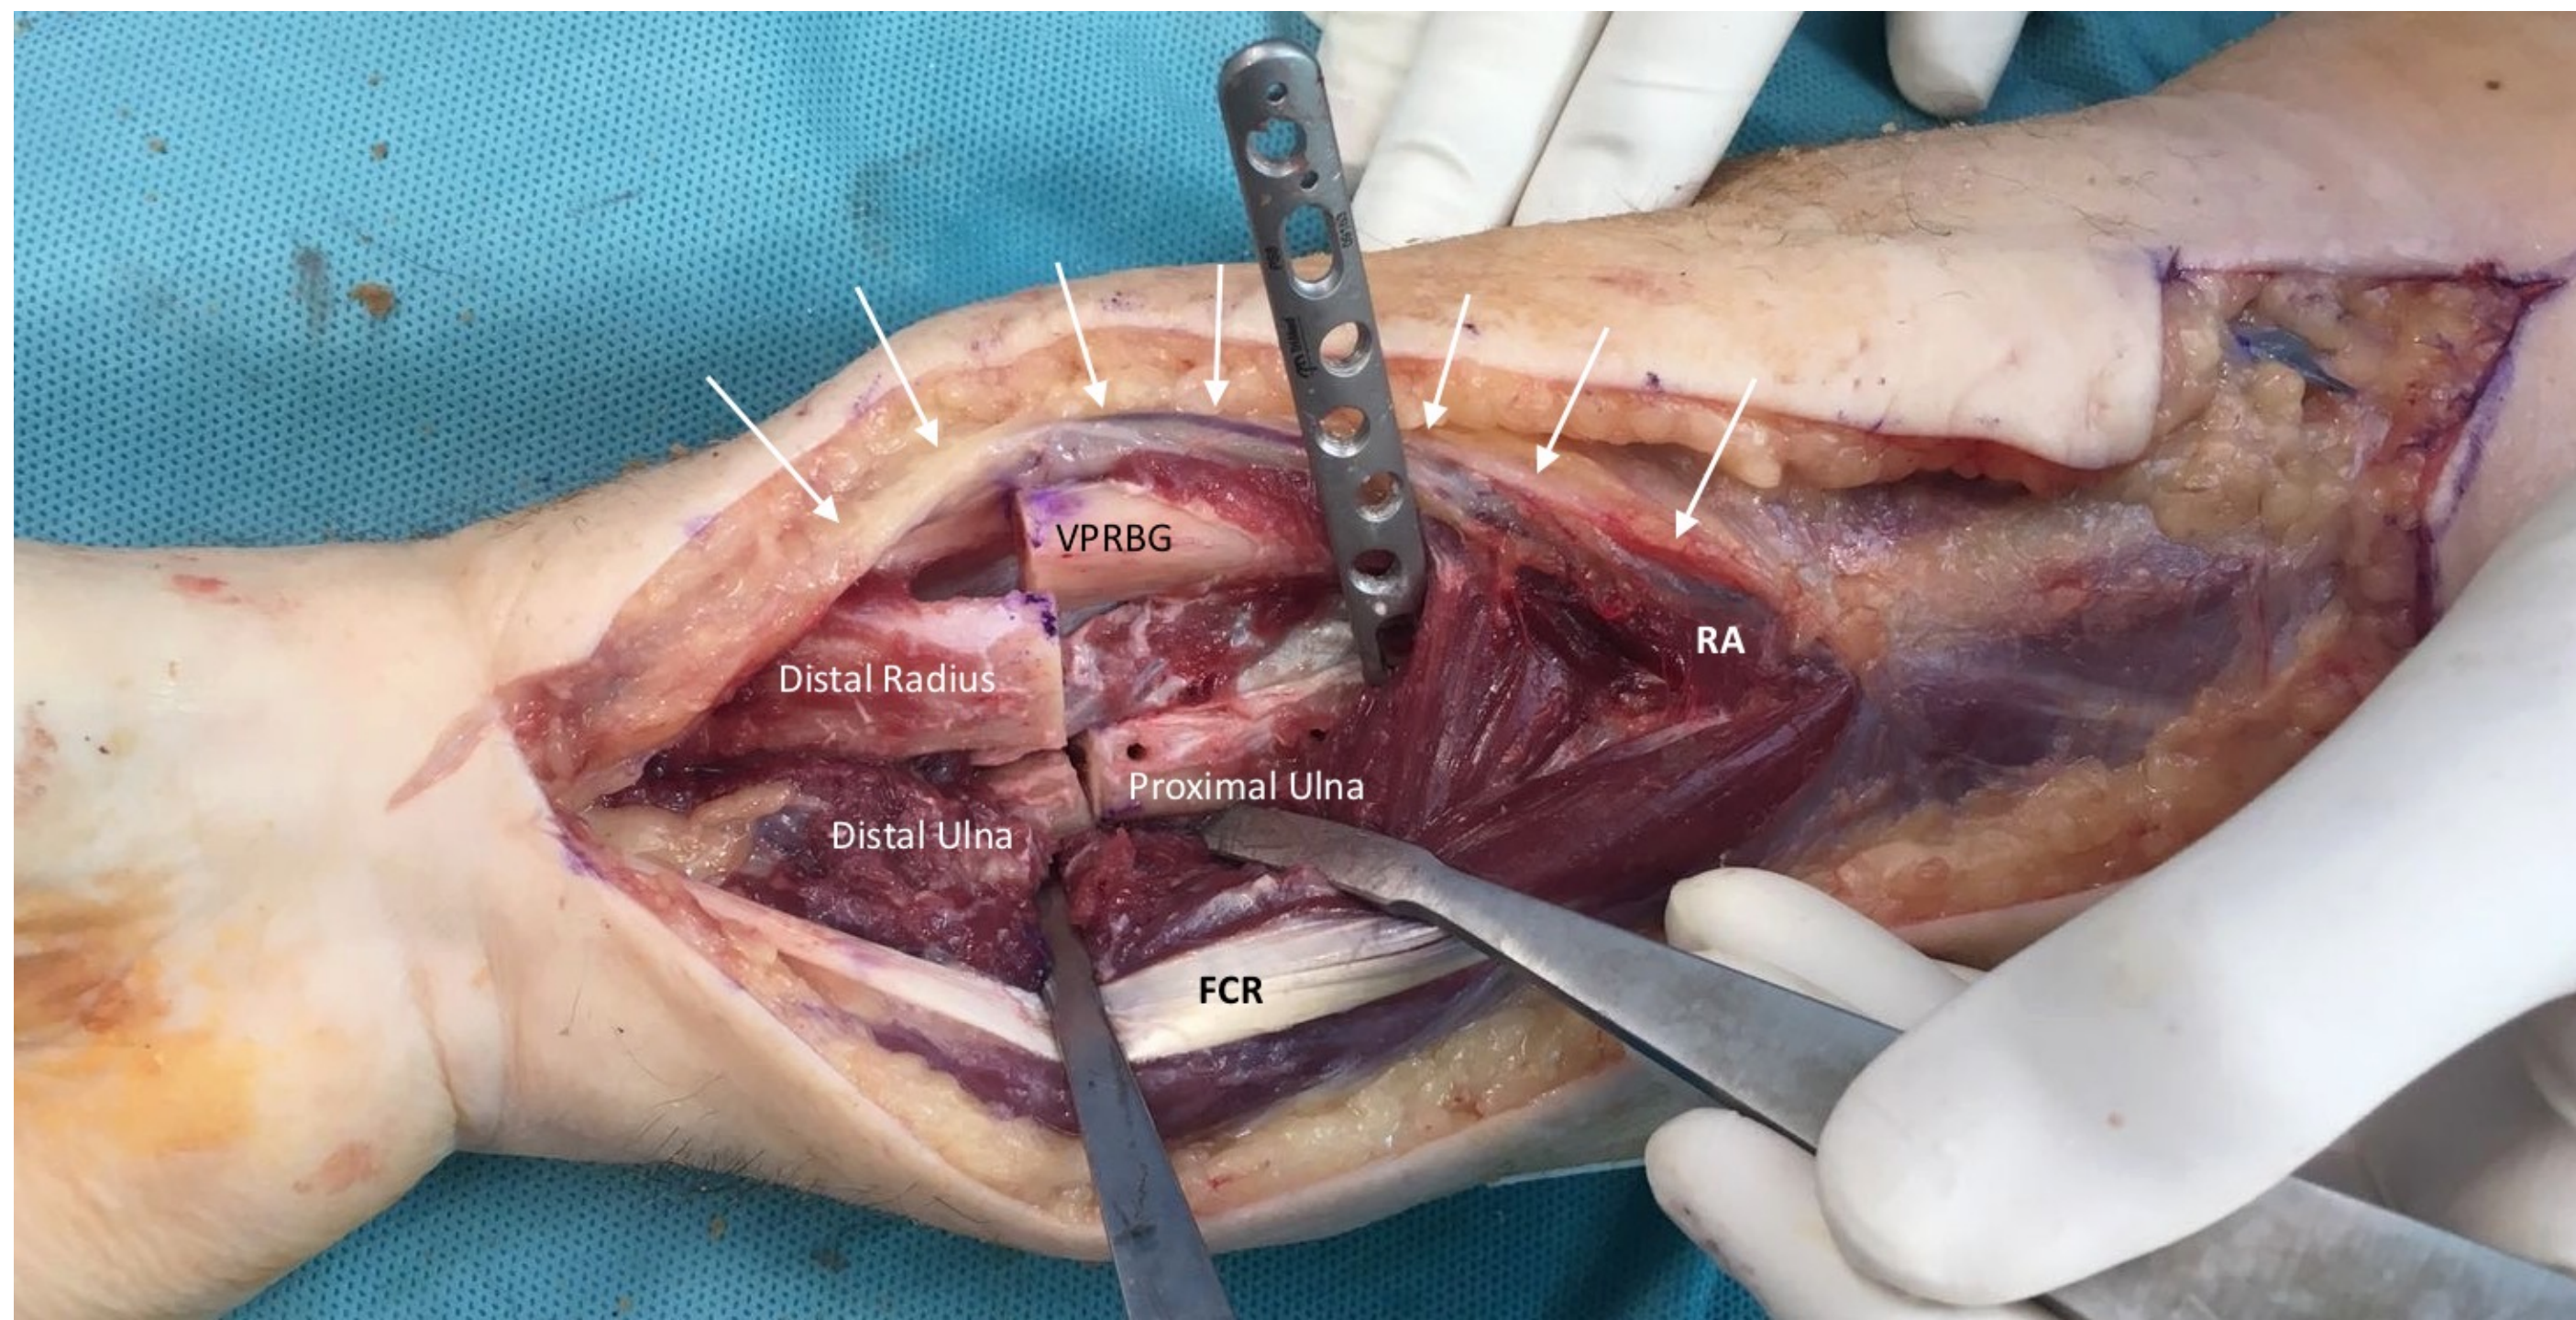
Imagen clínica intraoperatoria y radiografías de la técnica de antebrazo de un solo hueso. (A) Lugar de las osteotomías radiales y ulnares antes de la construcción del antebrazo de un solo hueso. El COVRP se basa en la arteria radial (AR) a través del pedículo radial (flechas blancas). (FCR) Flexor radial del carpo.
